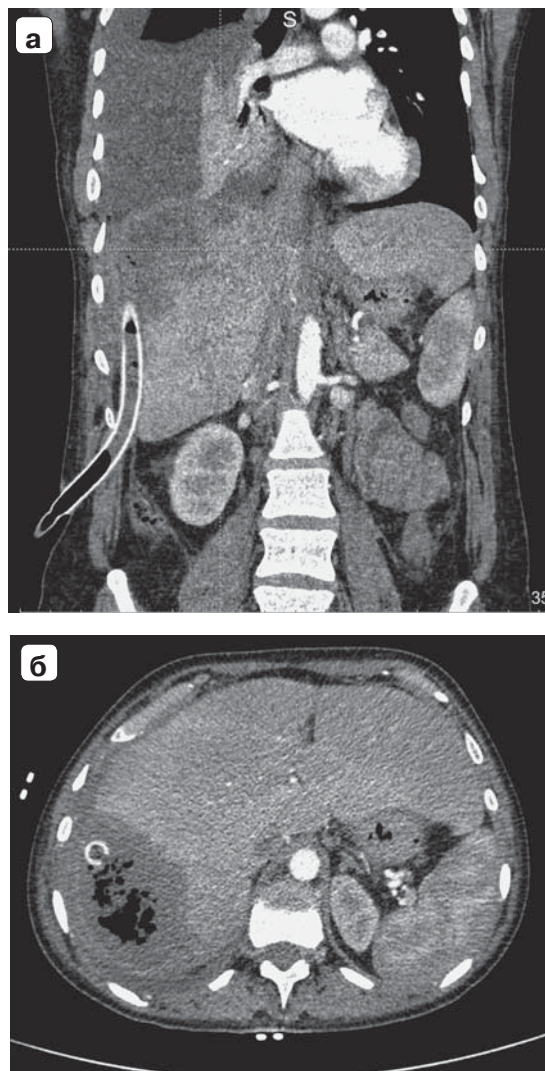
Компьютерные томограммы — последовательные аксиальные изображения брюшной полости, артериальная фаза. Пояснение в тексте.
